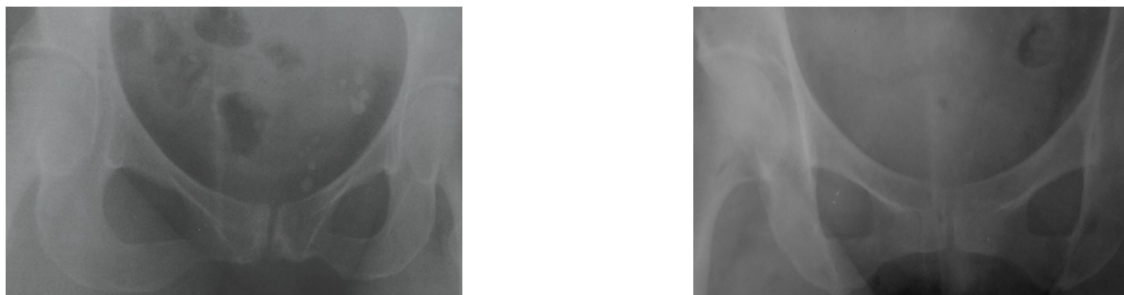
Radiographies du bassin (révélant des lésions de symphysite pubienne à gauche et après traitement à droite)
